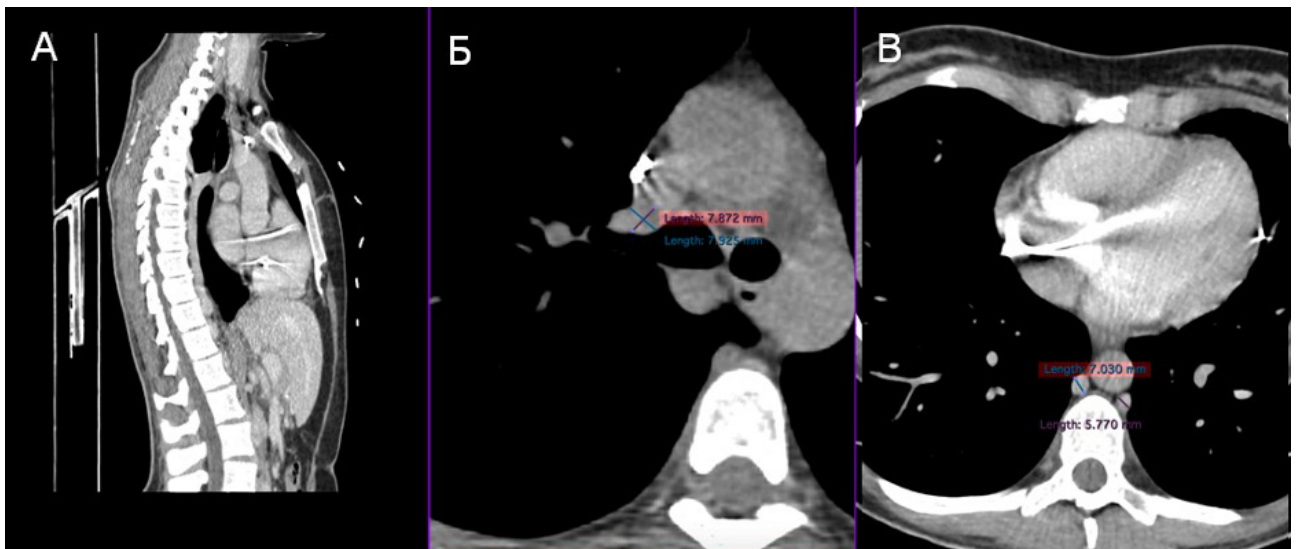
КТ-диагностика через 12 мес.
